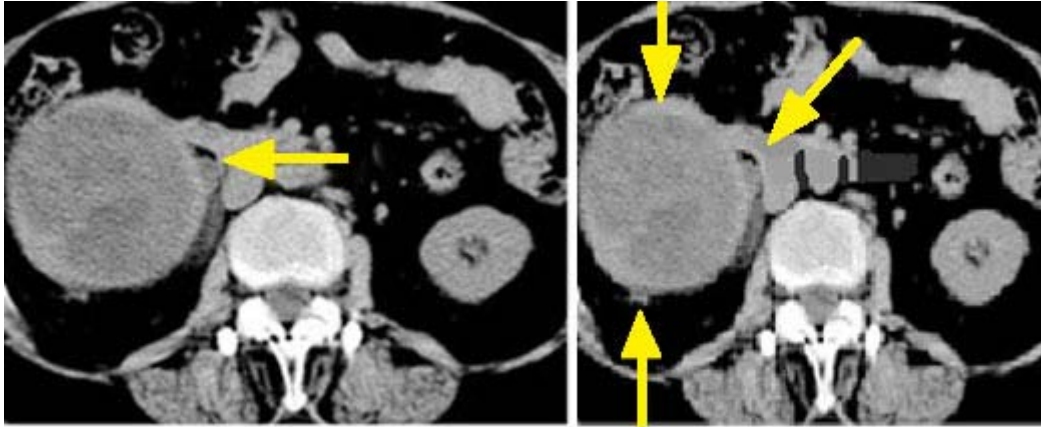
Tomografía axial computarizada de abdomen. La flecha indica la presencia de una masa heterogénea que se origina del parénquima renal.
